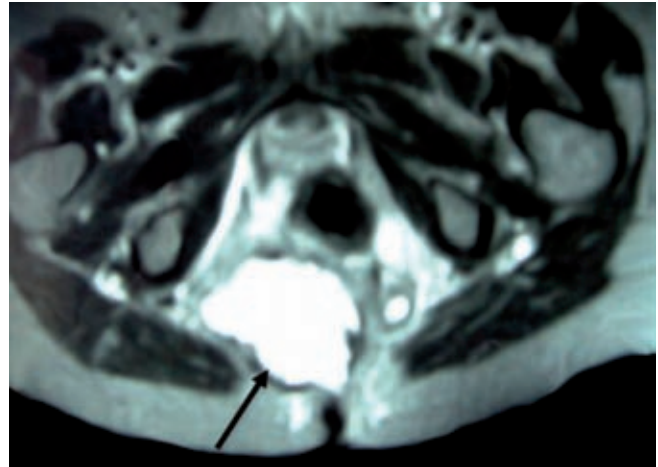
Resonancia magnética en T1 que muestra un tumor hiperintenso con bordes irregulares conectados a la región sacra, compatible con el diagnóstico de quiste neuroentérico (flecha). Se aprecia el recto desplazado anteriormente y la conexión del tipo de seno dérmico.
